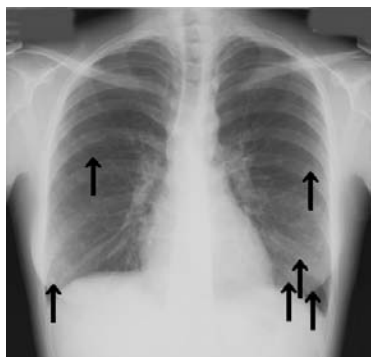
Chest X-ray (8/28)
